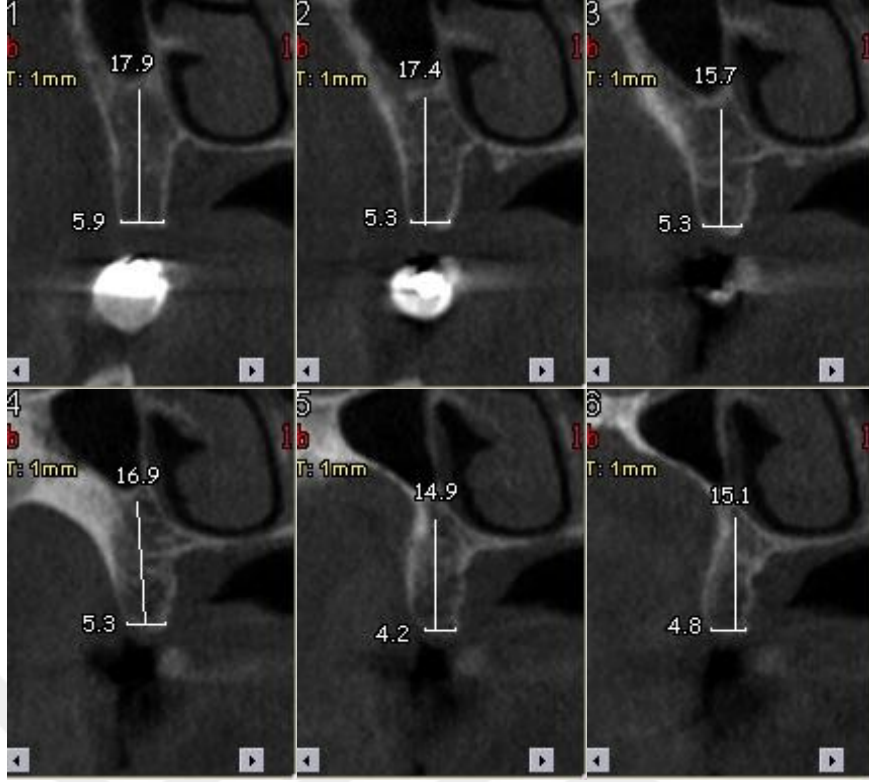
Maksilla CBCT oblik kesit görüntüleri
